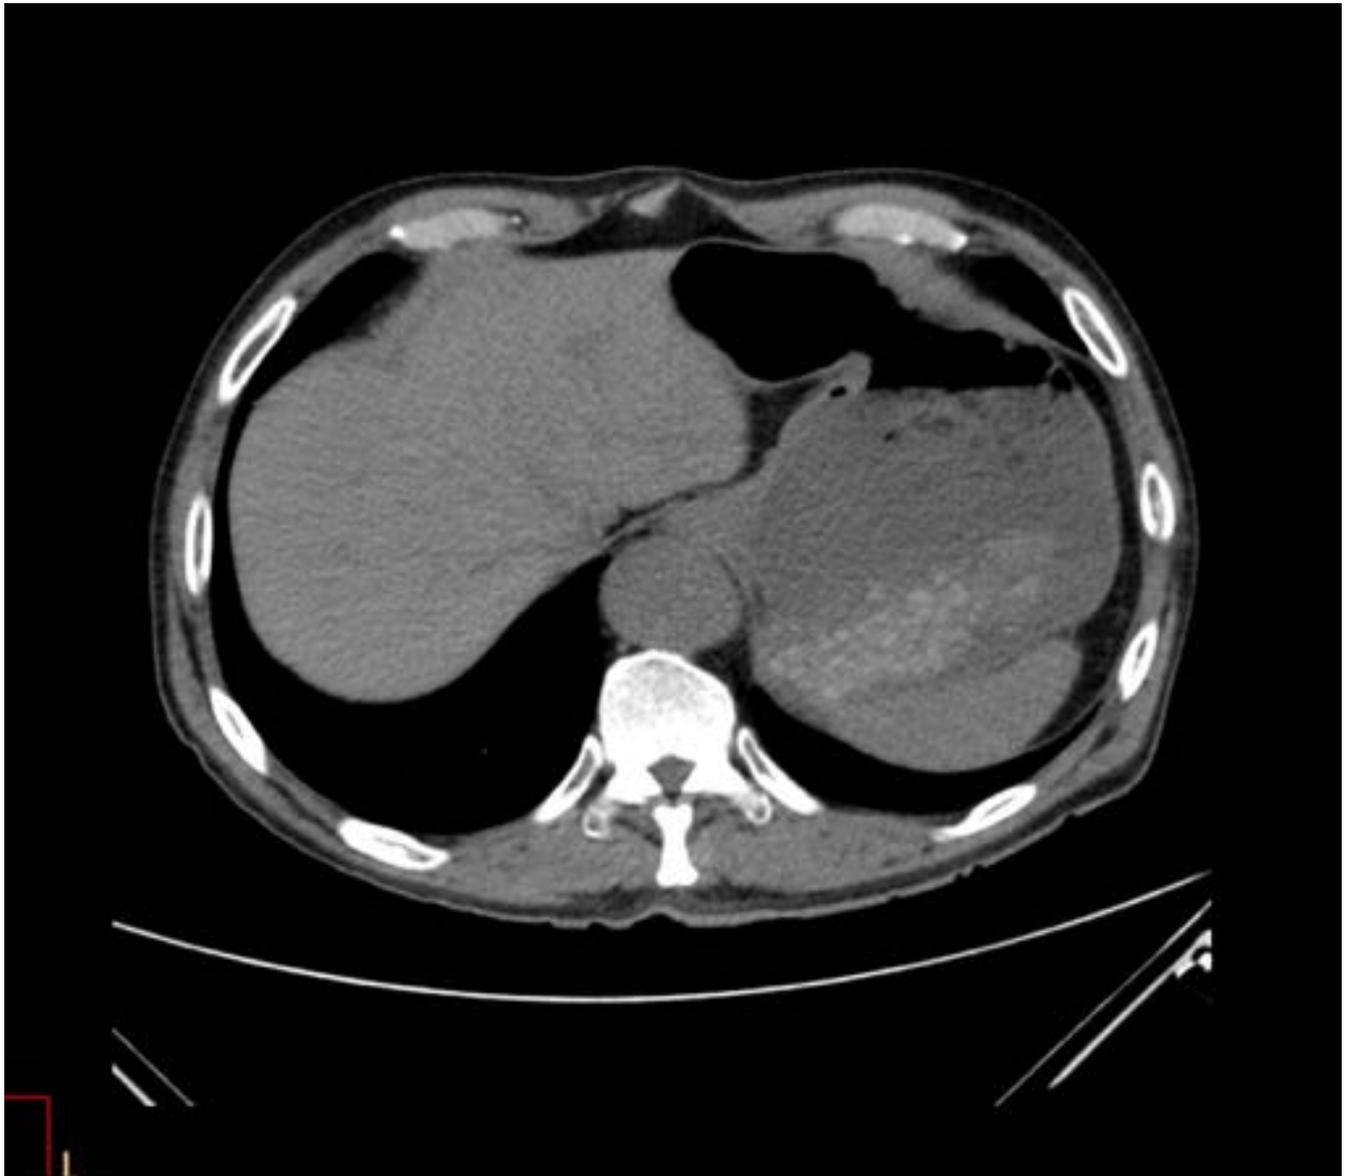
Corte axial de abdomen superior de fase basal de Angio-TC en paciente con sangrado digestivo secundario a fistula aorto-entérica. En el interior de la cámara gástrica se identifican múltiples imágenes nodulares de pequeño tamaño y alta atenuación en relación con coágulos. Estos estigmas de sangrado reciente son hallazgos frecuentes de encontrar en pacientes con HDA, entre ellos en pacientes con FAE.
